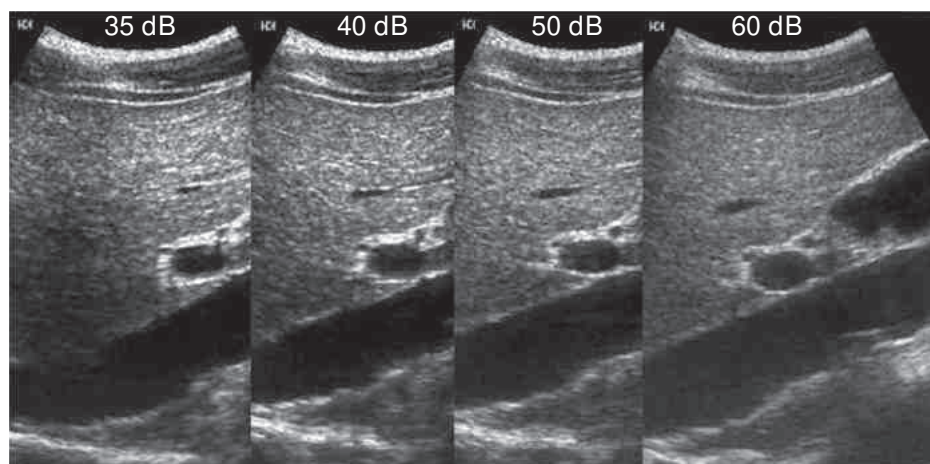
Rango dinámico. El receptor de ultrasonidos debe comprimir la amplia gama de amplitudes que regresan al transductor en una gama que pueda mostrarse al usuario. Aquí se muestra la compresión y reasignación de los datos para mostrar rangos dinámicos de 35, 40, 50 y 60 dB. El rango dinámico más amplio mostrado (60 dB) permite la mejor distinción de diferencias sutiles en la intensidad del eco y es el preferido para la mayoría de las aplicaciones de imagen. Los rangos más estrechos aumentan la visibilidad de las diferencias de eco más grandes.
